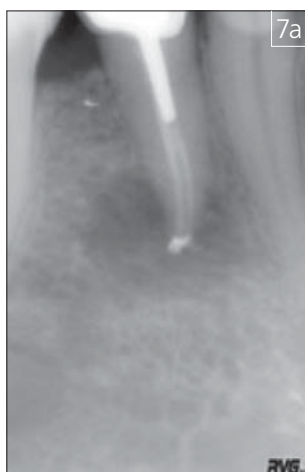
Прицельные рентгенограммы до и через 7 месяцев после операции РВК 44 зуба
